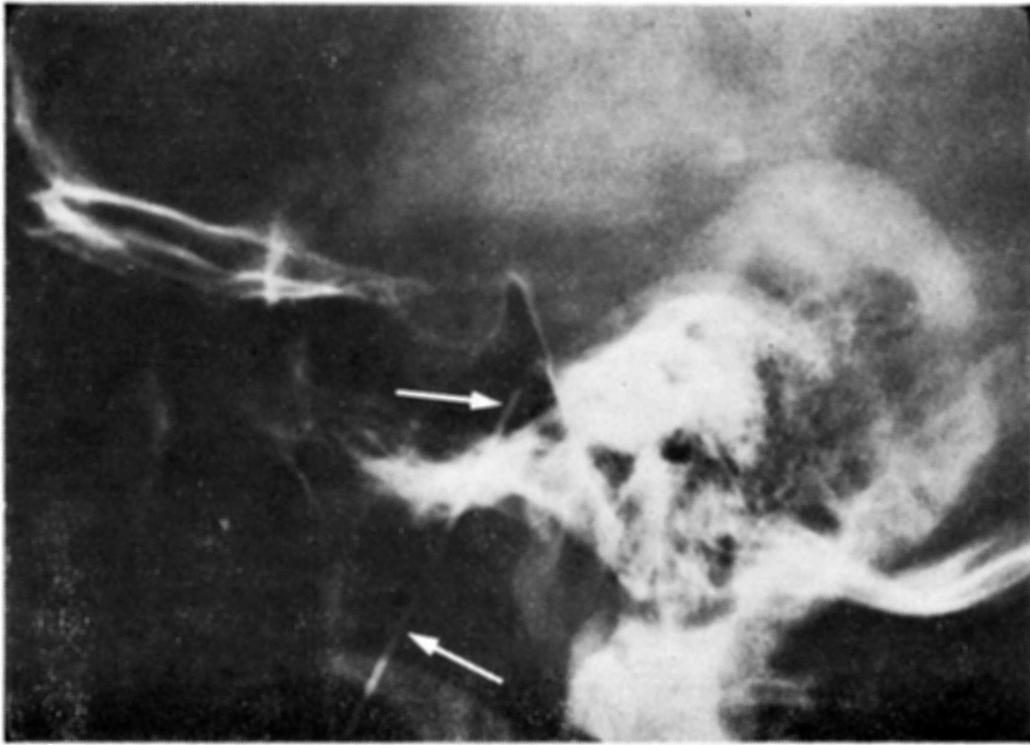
Radiografia simples de crânio em projeção lateral mostrando a relação do eletrodo (setas) com o clivus e assoalho da sela túrcica.
